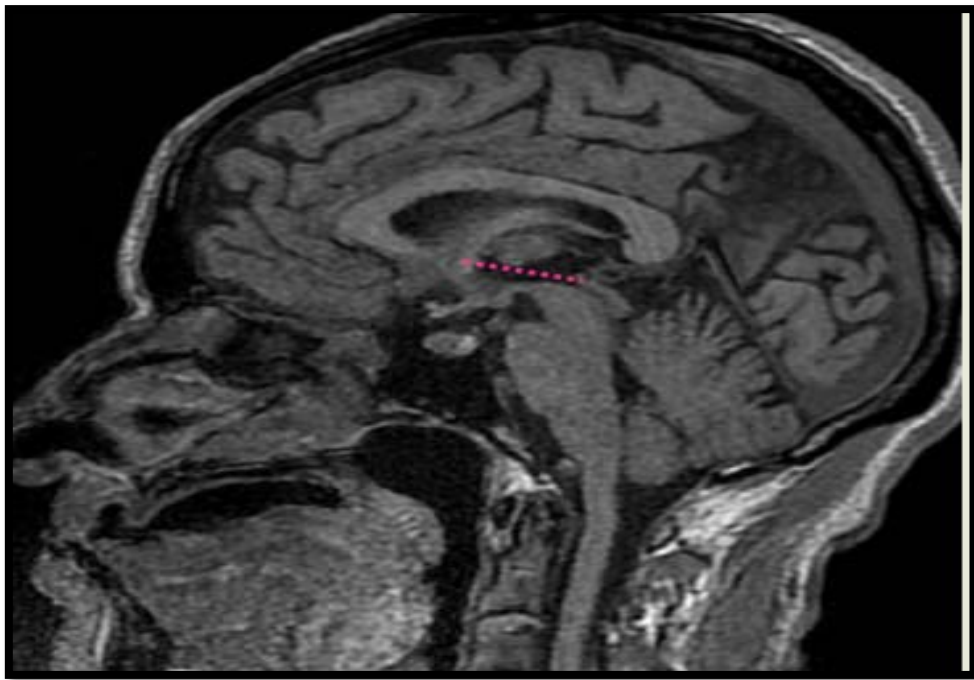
Repérage de la ligne bicommissurale sur IRM cérébrale coupe axiale T1.
